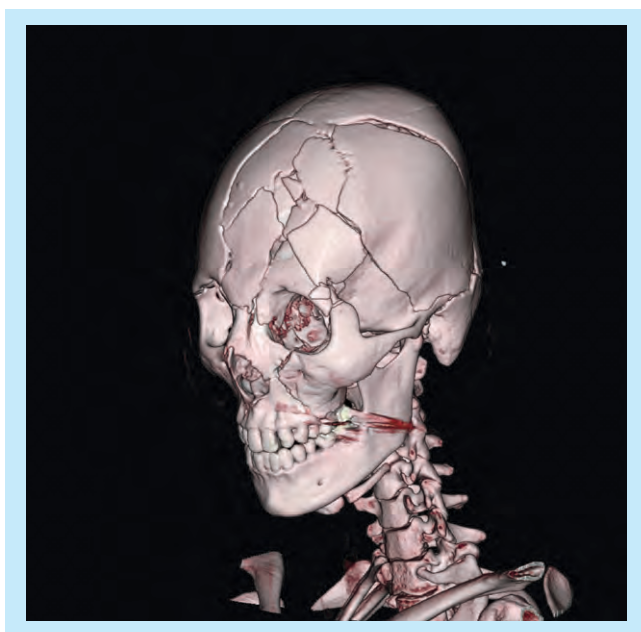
交通事故における頭蓋骨粉碎状骨折。CTでは骨折の詳細が明瞭だが、解剖を進めていくうちに詳細がむしろ分らなくなる可能性がある。
